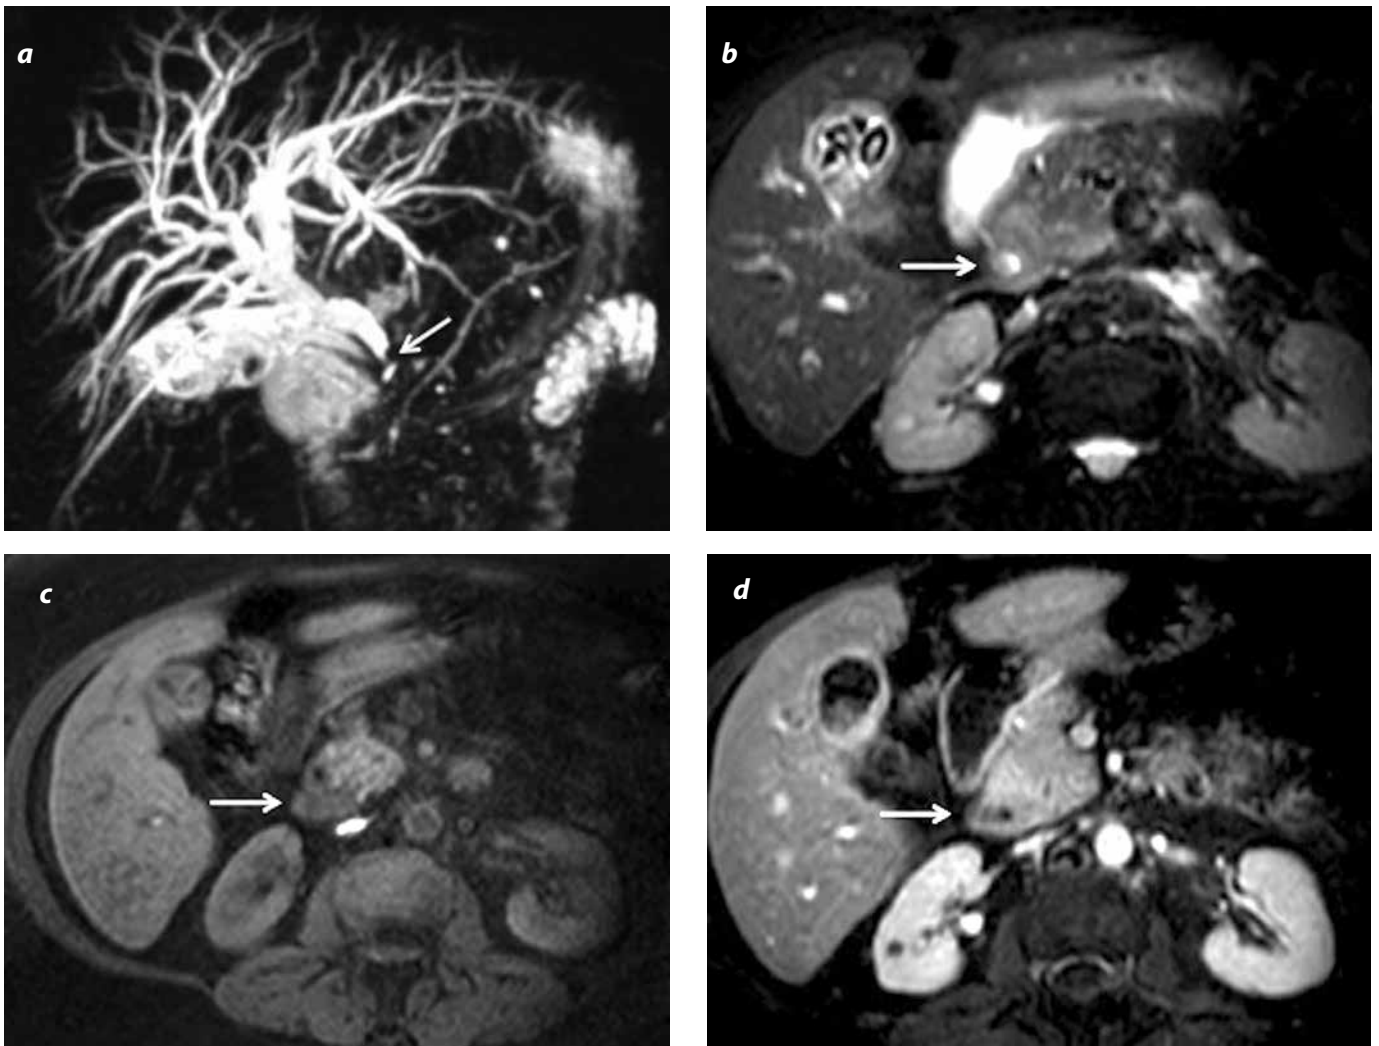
Colangiocarcinoma periductal distal. a) CPRM con reconstrucción 3D: dilatación de la vía biliar intra- y extrahepática hasta el tercio distal con estenosis abrupta del colédoco distal (flecha). b) RM secuencias con información T2 con saturación grasa: tejido infiltrativo periductal de alta señal. c) RM con información T1: La lesión tiene baja señal d) Con realce tenue con el medio de contraste en las adquisiciones con información T1 con saturación grasa y administración de gadolinio. Nótese además colelitiasis y engrosamiento de la pared vesicular por compromiso inflamatorio.
